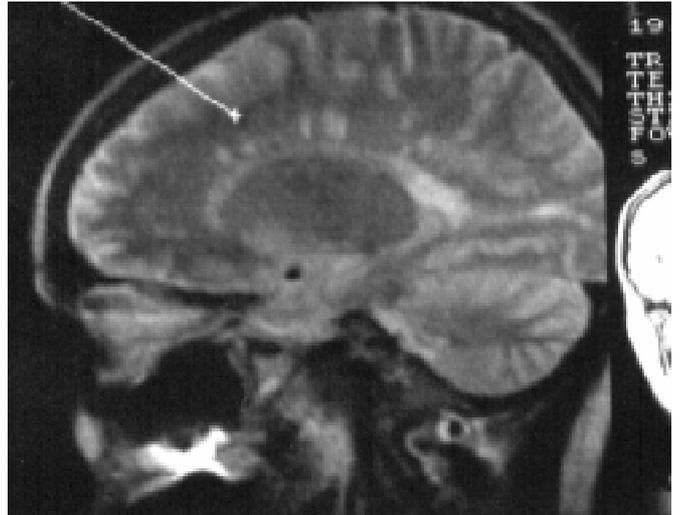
Магнітнорезонансна томограма головного мозку. Визначається позитивна динаміка — відсутність осередків ураження в корі головного мозку
